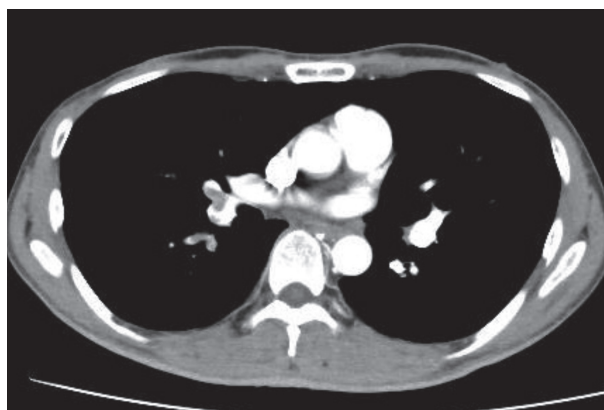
胸部造影CT右肺動脈中下葉枝(矢印), 左肺動脈A8に血栓と思われる造影欠損を認めた。
